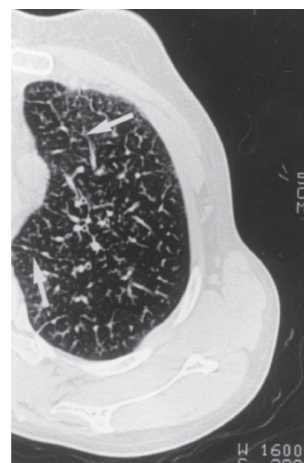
Ampliación de tomografía de tórax de alta resolución del hemitorax izquierdo demostrando líneas septales prominentes (flechas) y manguitos peribronquiales.
